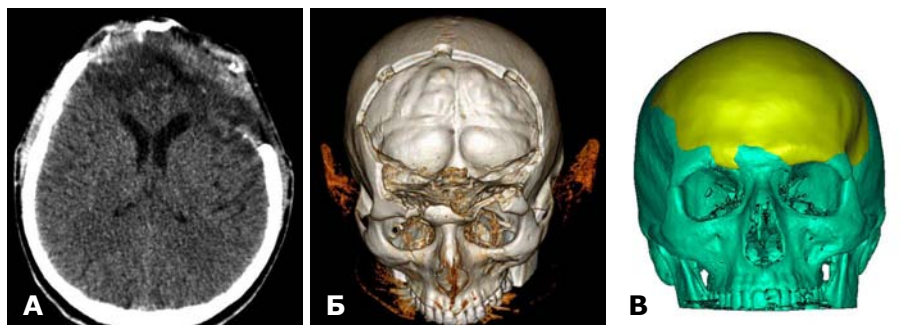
СКТ через 6 міс після поранення. А — хороша візуалізація системи шлуночків, борозн та звин мозку. Гіподенсивна зона (локальна атрофія мозку) по ходу ранового каналу; Б — 3D-реконструкція дефекту склепіння та основи черепа в прямій проекції; В — індивідуальна стереолітографічна модель черепа для виготовлення титанової пластини.
